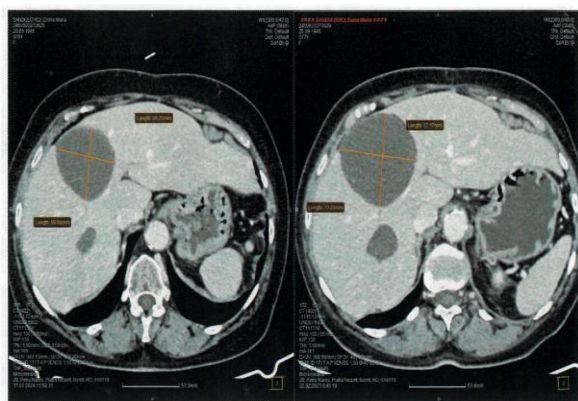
Aspect CT la 18 luni sub tratament cu Sunitinib
